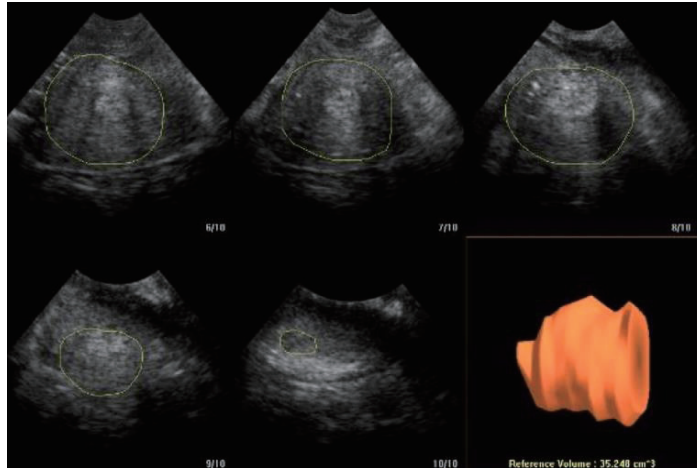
Cervix volume by 3-D sonography using extended imaging virtual organ computer-aided analysis (XIVOCAL) technique.
